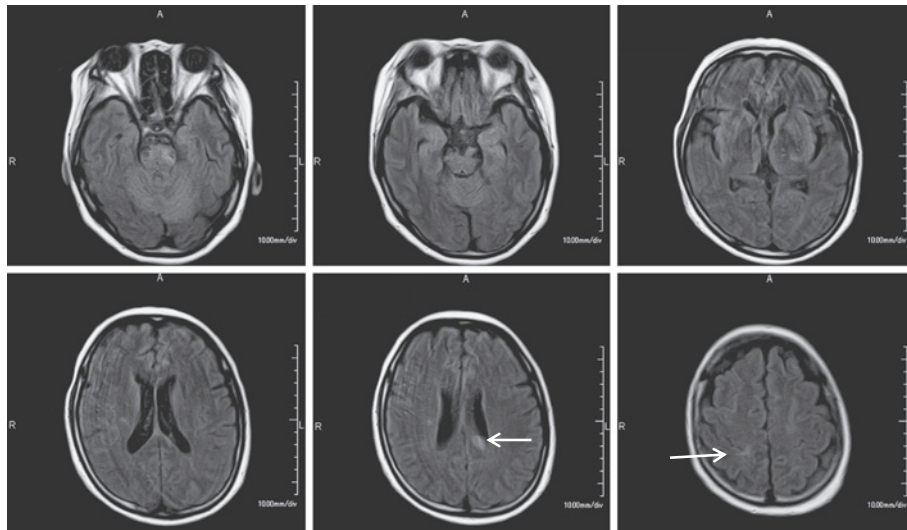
Axial FLAIR image MRI (1.5Tesla; TR 6,200msec, TE 105ms) performed on day 53 after onset.
